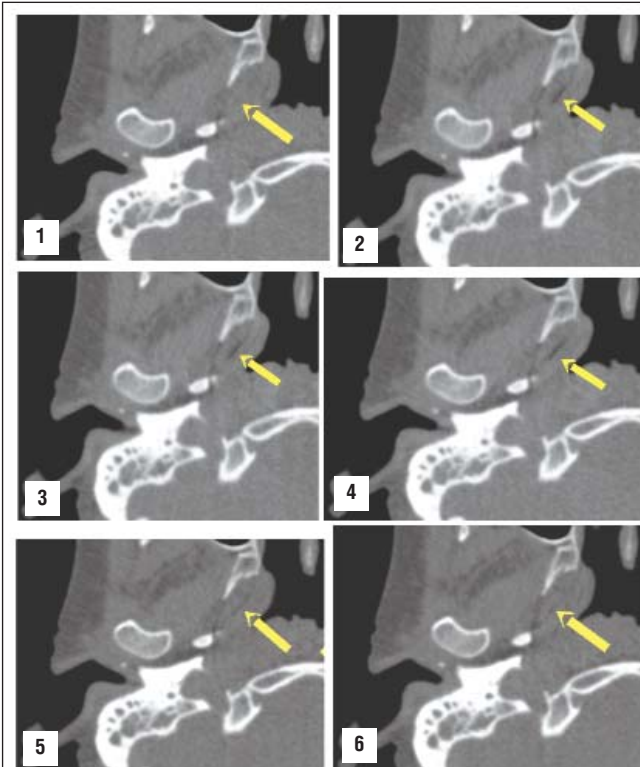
Косоаксиальная проекция правой слуховой трубы. Поочередная серия (1–6) динамического исследования правой слуховой трубы пациента Л., 19 лет. На томограммах стрелками показана открывающаяся хрящевая часть слуховой трубы до 2 мм, смыкающаяся полностью
